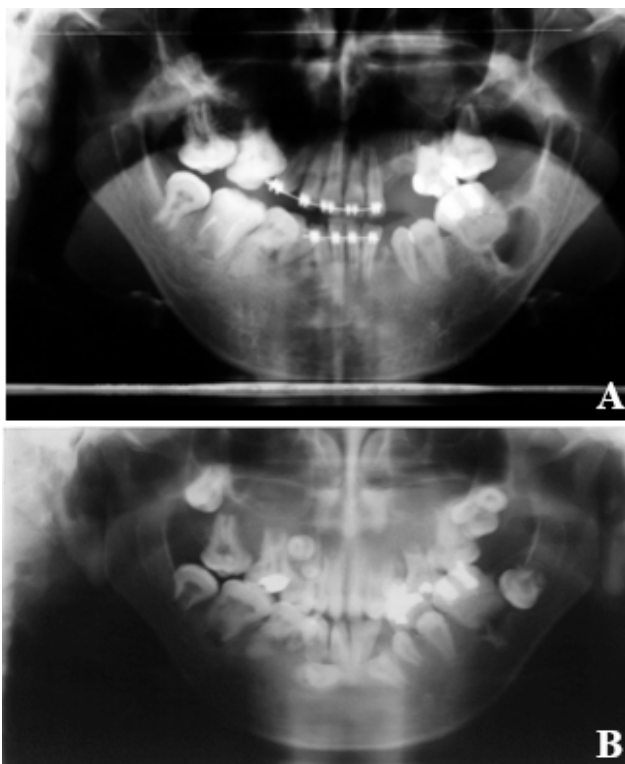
A) Radiografia pré-cirúrgica: nota-se área radiolúcida circundada por halo esclerótico bem definido, com aproximadamente 20 mm, associada à região periapical dos dentes 36 e 37 compatível com lesão cística. B) Radiografia panorâmica inicial (6 anos antes), evidenciou presença de área radiolúcida associada a região periapical dos dentes 36 e 37 com tamanho discreto. Ademais, nota-se taurodontia dos dentes 38 e 48; alteração da formação radicular dos elementos 44 e 45 (raízes curtas) e diversos elementos dentários e supranumerários retidos na maxila e mandíbula.
